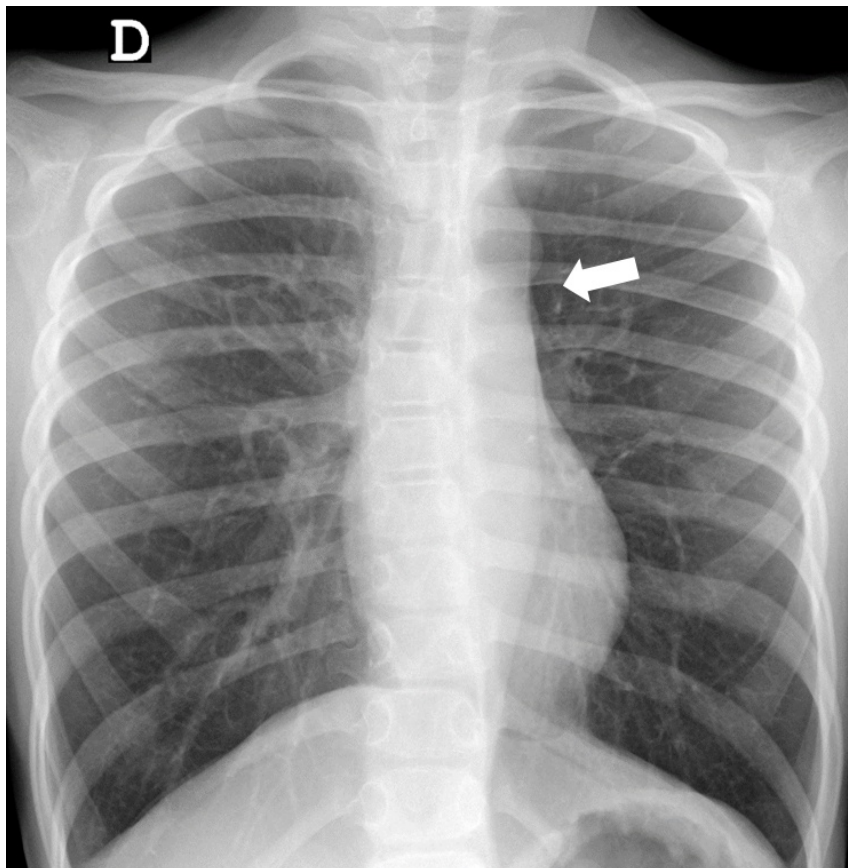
Radiografía simple de tórax. El signo de la figura 3 se forma por la dilatación preestenótica del arco aórtico y la arteria subclavia izquierda, la indentación en el sitio de la coartación y la dilatación postestenótica de la aorta descendente.
